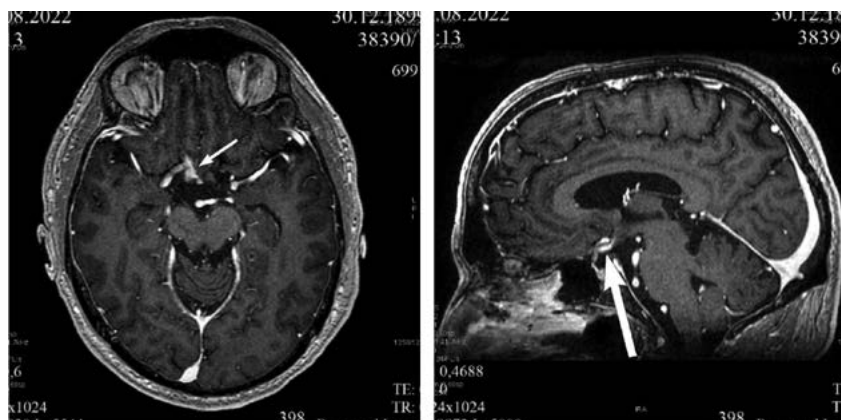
Пациент М.: МРТ головного мозга при поступлении в стационар
